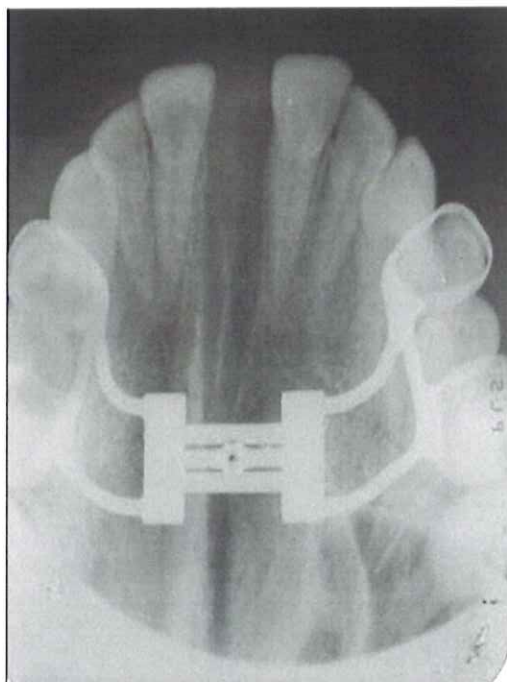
Radiographie occlusale après disjonction maxillaire rapide
